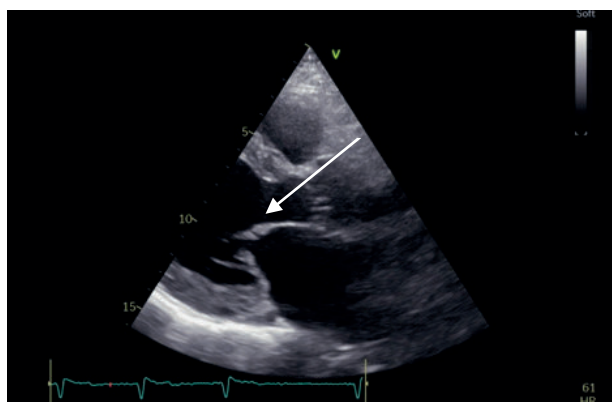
Ecocardiografie – incidență PLAX. Se observă aspectul de doming al valvei mitrale anterioare (săgeată)
